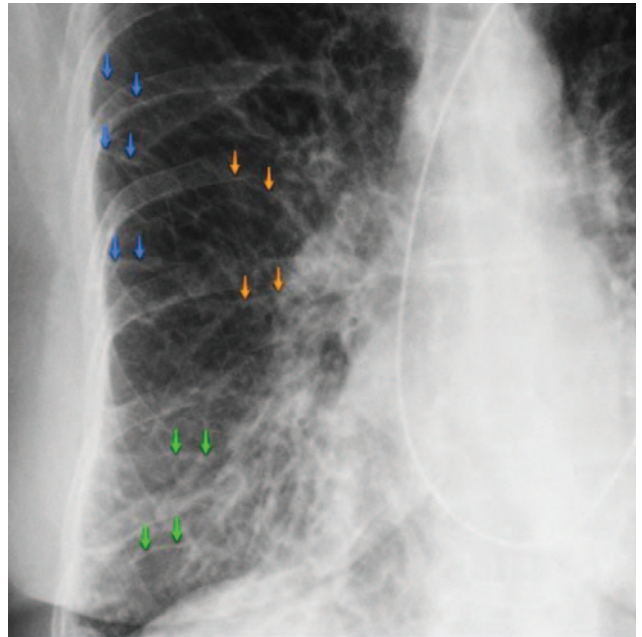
Фрагмент рентгенограми ОГК праворуч. Інтерстиціальний набряк легень. Лінії Керлі А – помаранчеві; лінії Керлі Б – сині; лінії Керлі С – зелені (джерело — <https://radiopaedia.org/cases/15434/studies/15204?lang=us>)
